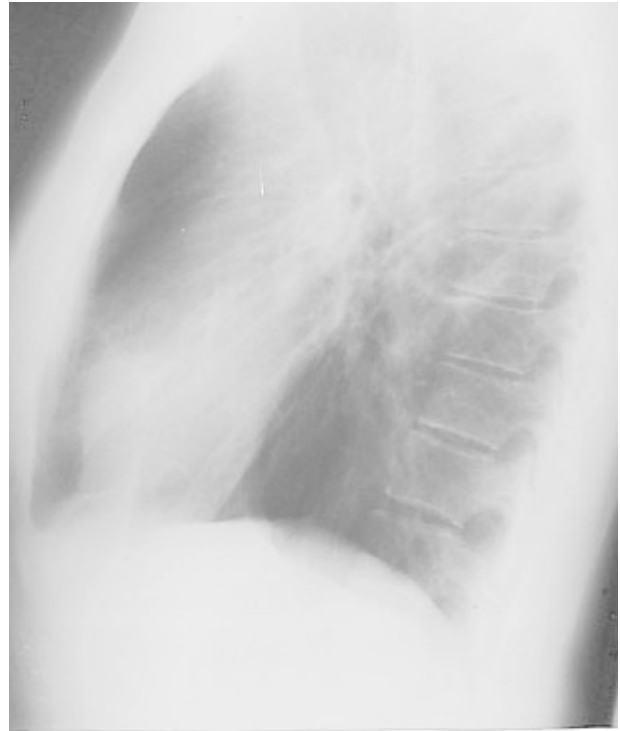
Chest roentgenogram (left lateral view) on May 3, 2002, during treatment in her country with Prednisone 30 mg., per day. There is still hilar lymphadenopathy.
